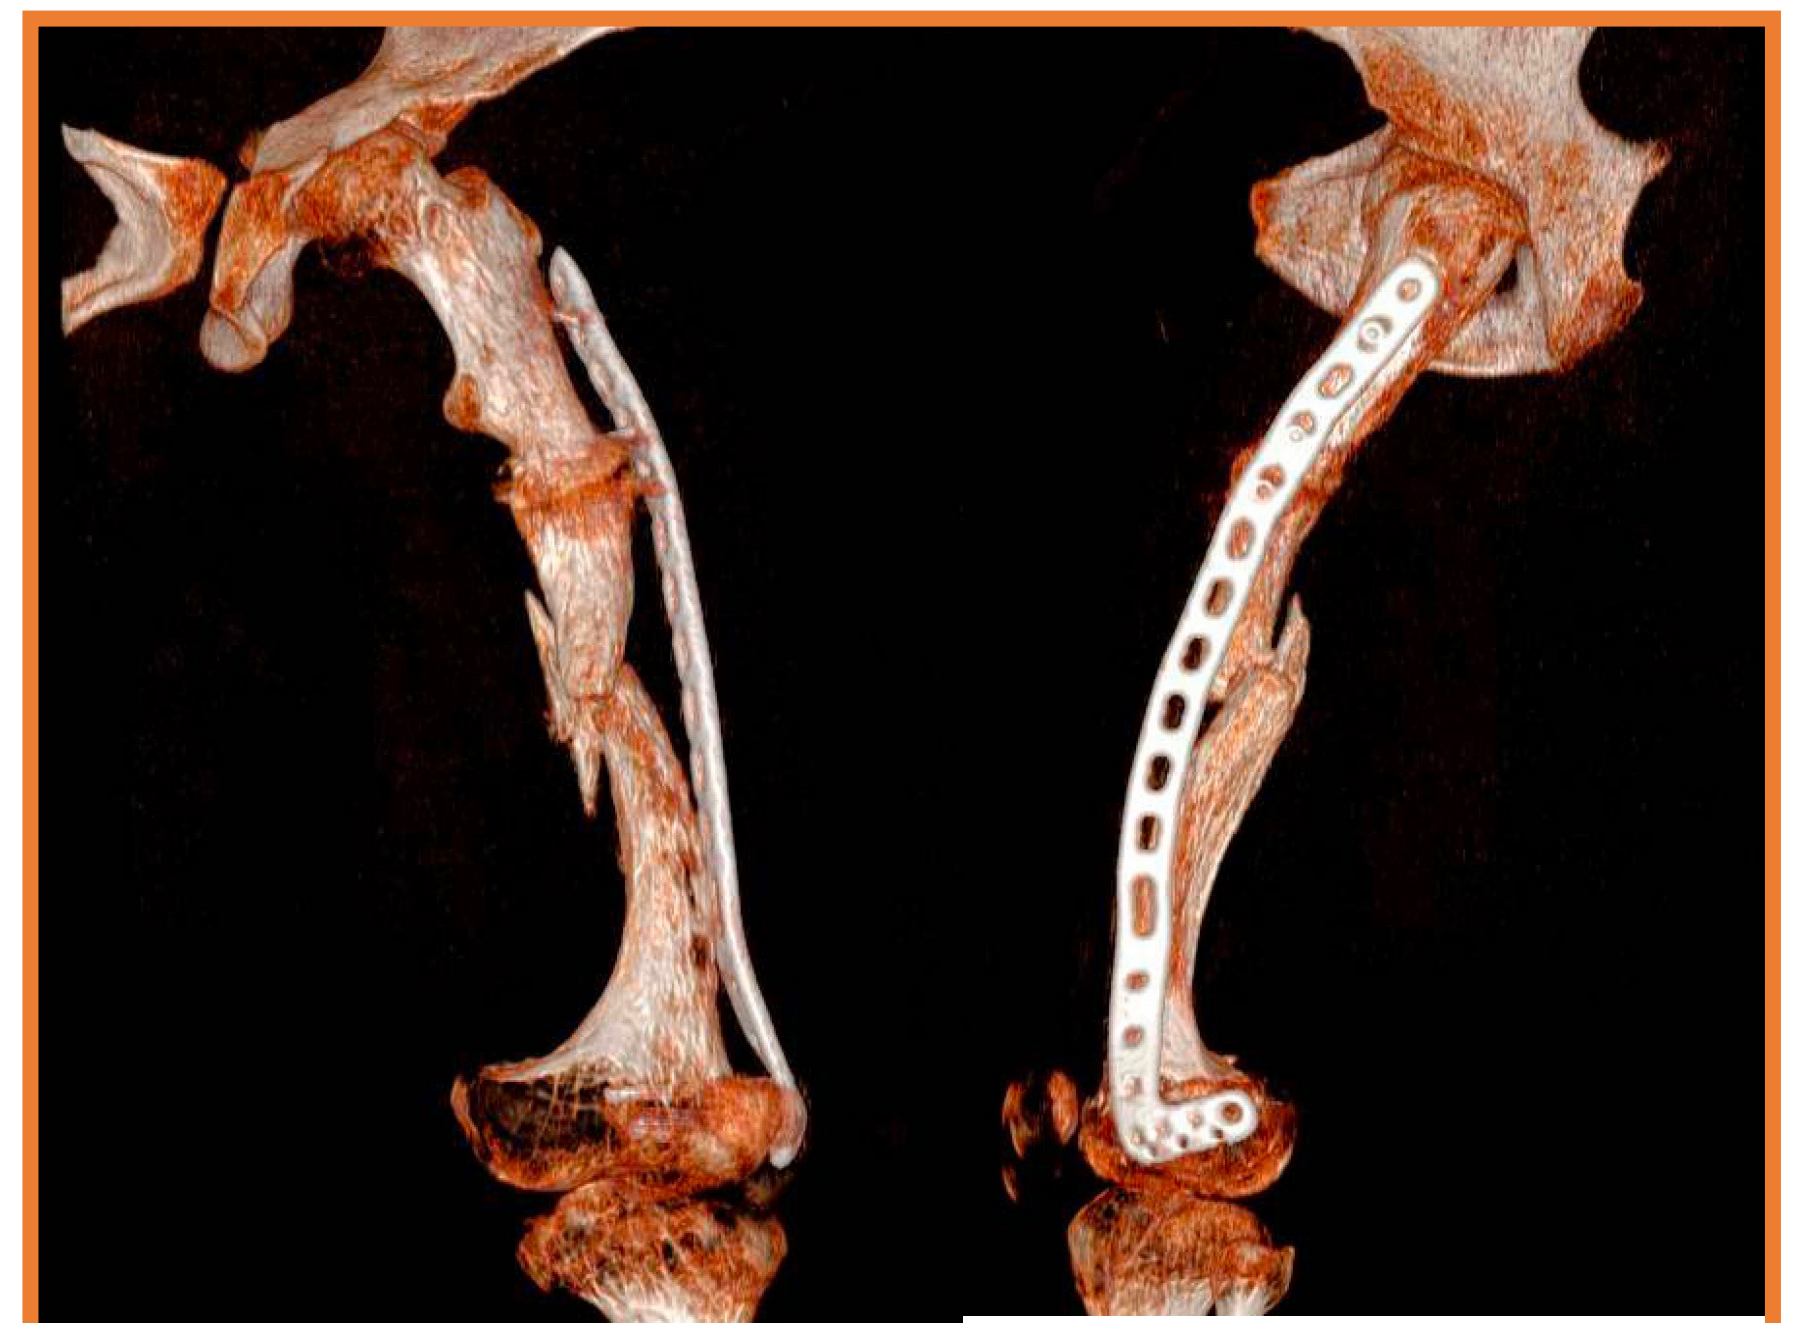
TC 7 meses post-cirugía: pseudoartrosis.
